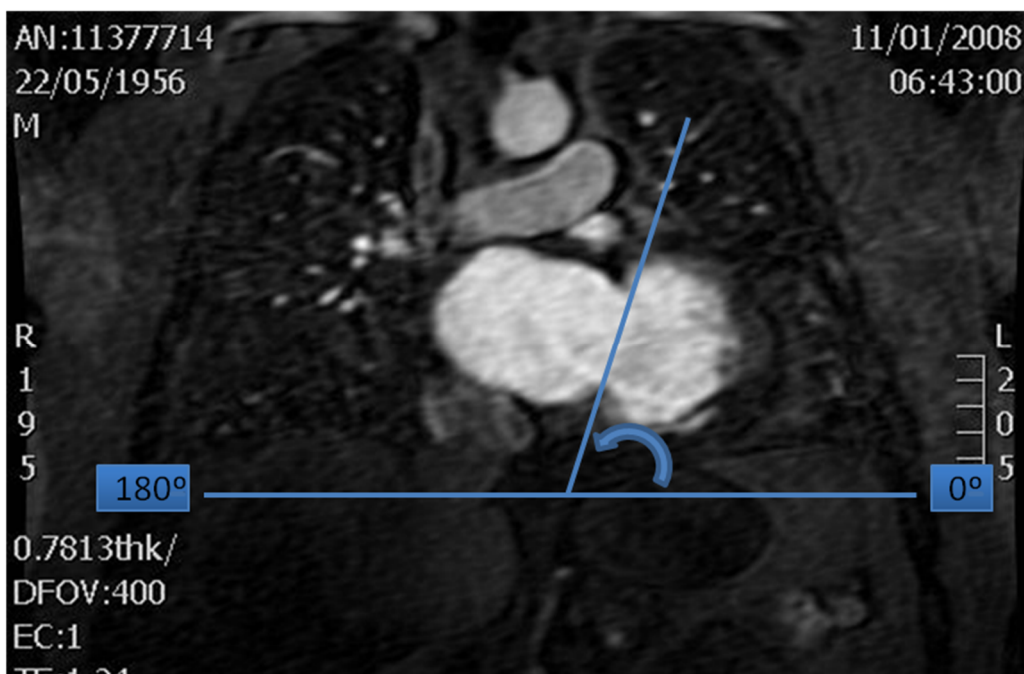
Secuencia angio-RM 3D en el plano coronal a nivel de la válvula mitral. Medición de su angulación respecto al plano transversal del cuerpo.
